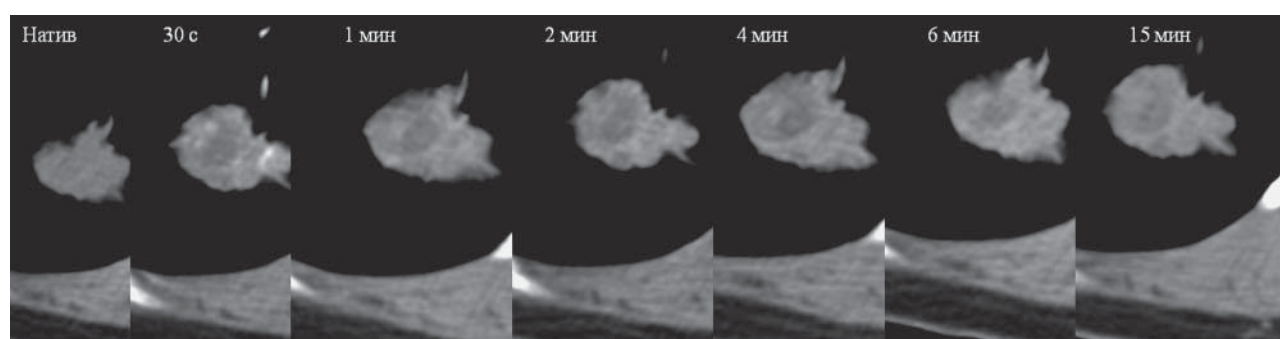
Динамическая КТ легких при использовании обычного протокола сканирования. Контуры очага в легком и его структура хорошо визуализируемы.
